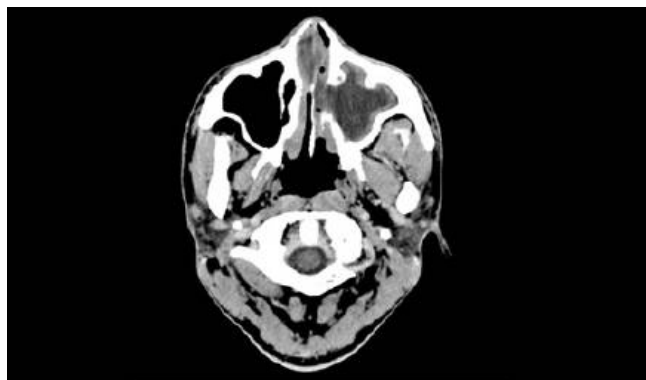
TAC de crânio contrastada de 10/01/2018 – Preenchimento do seio maxilar esquerdo.
